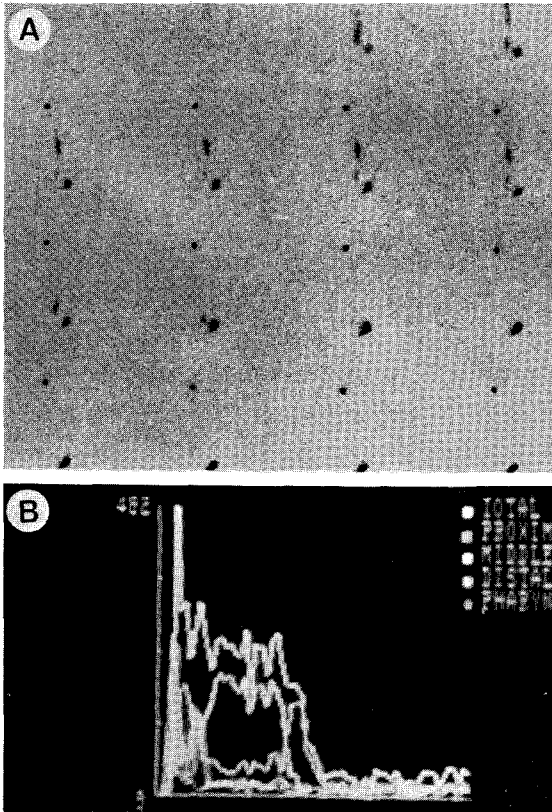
Moderate grade esophageal dysfunction. A. Serial scintigraph shows no tracer retention in oropharynx and incoordinated esophageal peristalsis. B. Time activity curve shows moderate tracer retention in esophagus. The ETT is 29 seconds.
